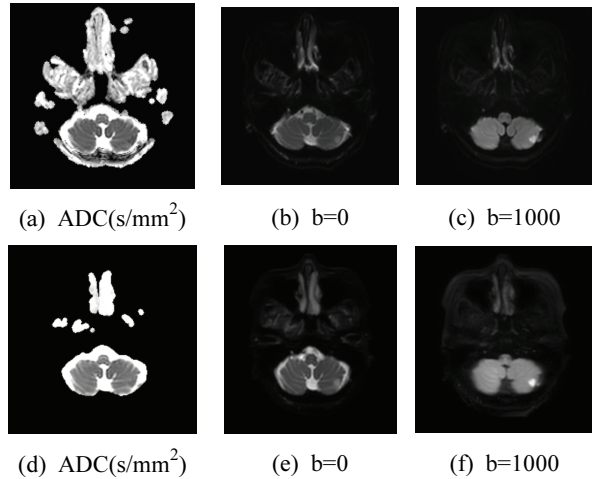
Diffusion weighted MRI. SE-EPI images(a, b, c), SSH-TSE image(d, e f). Infarction of ADC and b= 1000 image show high signal intensity in cerebellar infarction and low signal intensity b =0.
